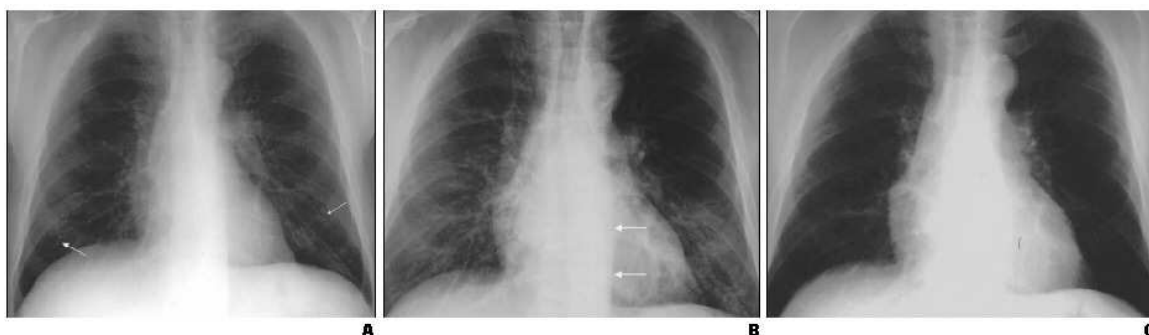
Comparação entre radiografias digitais (A – com detectores de tela plana e B – com detectores com placas de fósforo) e convencional (C) de tórax: maior nitidez e melhor visualização através dos exames digitais.
